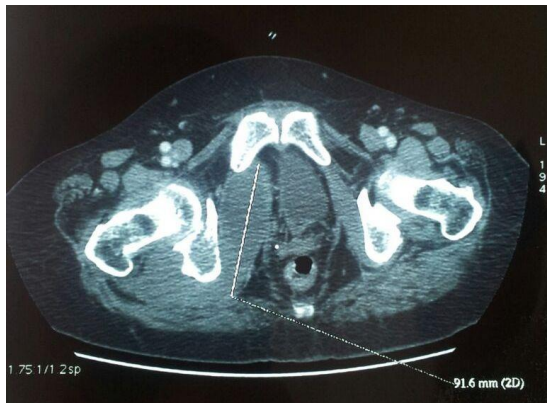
Hip CT showing the fluid collection of the Obturator internus muscle.
